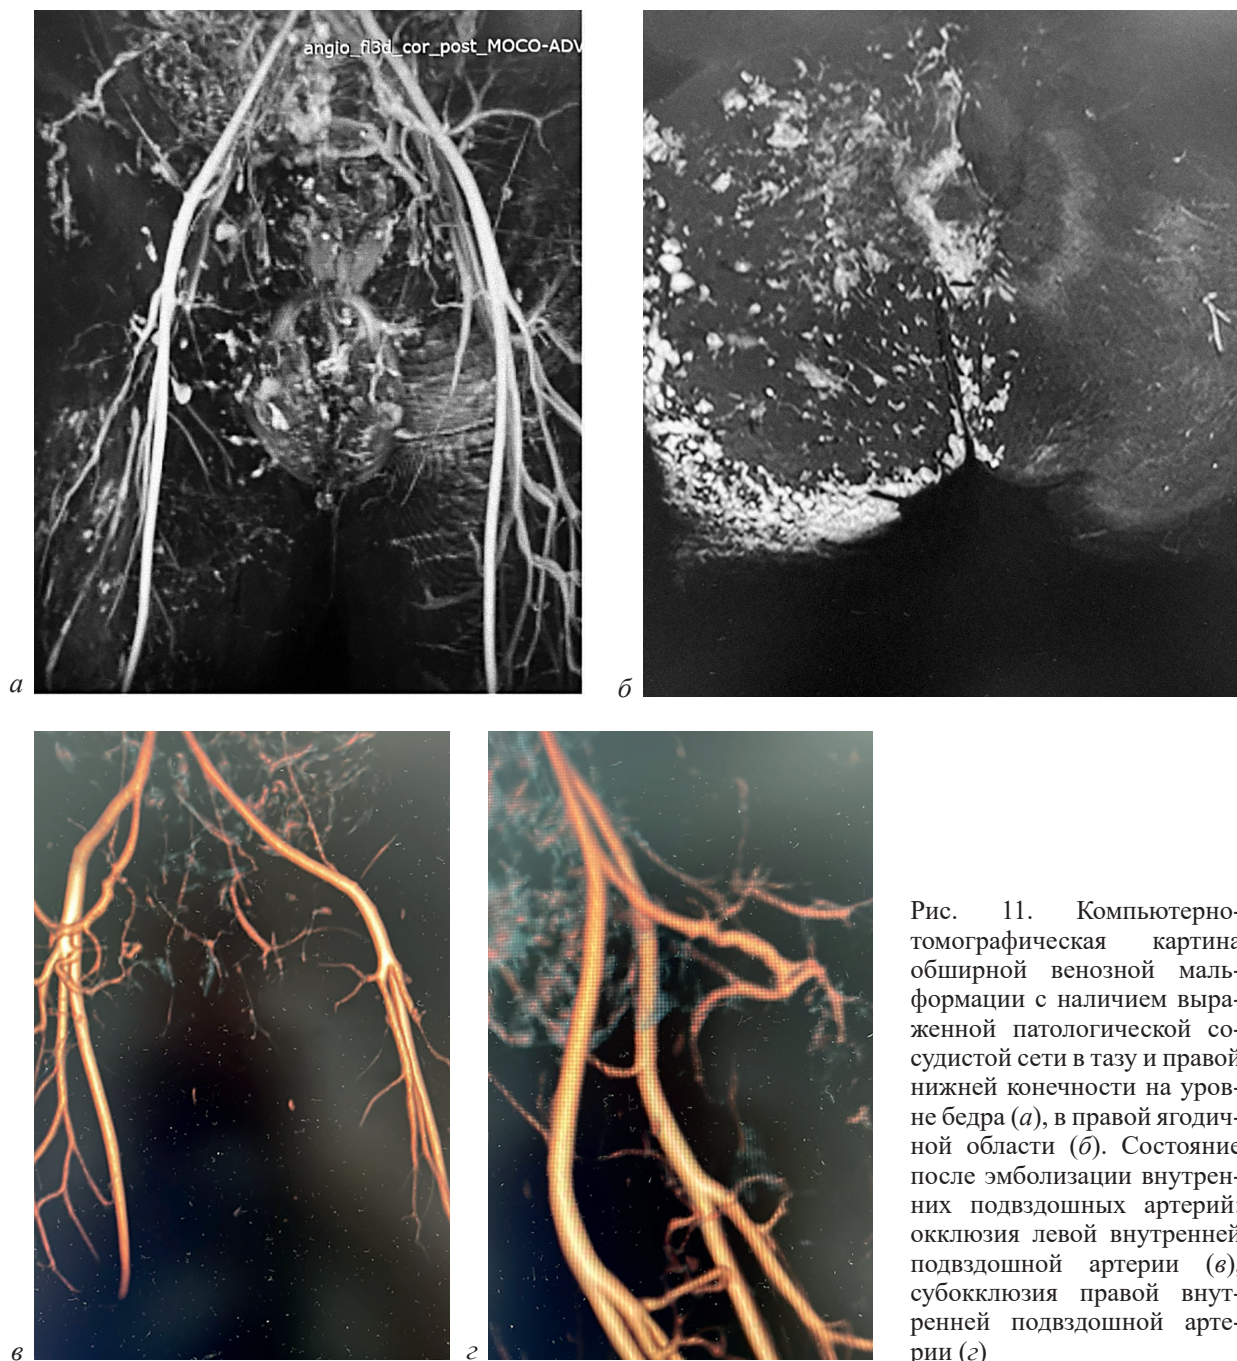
Компьютернотомографическая картина обширной венозной мальформации с наличием выраженной патологической сосудистой сети в тазу и правой нижней конечности на уровне бедра (а), в правой ягодичной области (б). Состояние после эмболизации внутренних подвздошных артерий: окклюзия левой внутренней подвздошной артерии (в), субокклюзия правой внутренней подвздошной артерии (г)
